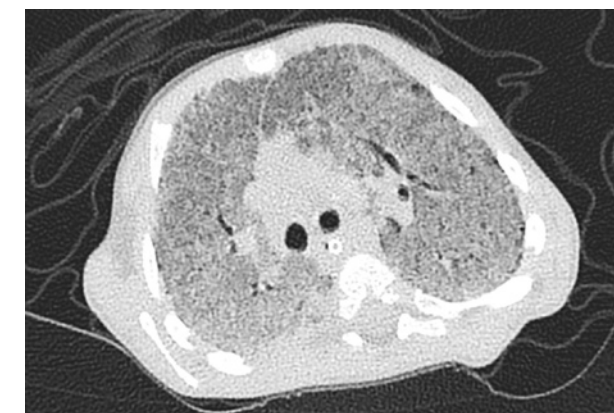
МСКТ легких: Двусторонние интерстициальные изменения в легких по типу «матового стекла», утолщение междольковых перегородок, кистозные изменения
